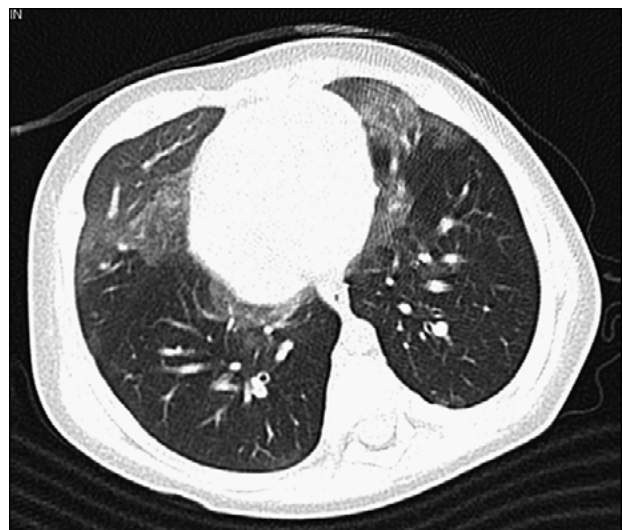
Hiperplasia de células neuroendocrinas. Tomografía computada de tórax (corte supracarinal): imágenes vidrio esmerilado en lóbulo medio y llingula, zonas de atrapamiento aéreo en ambos lóbulos inferiores.
